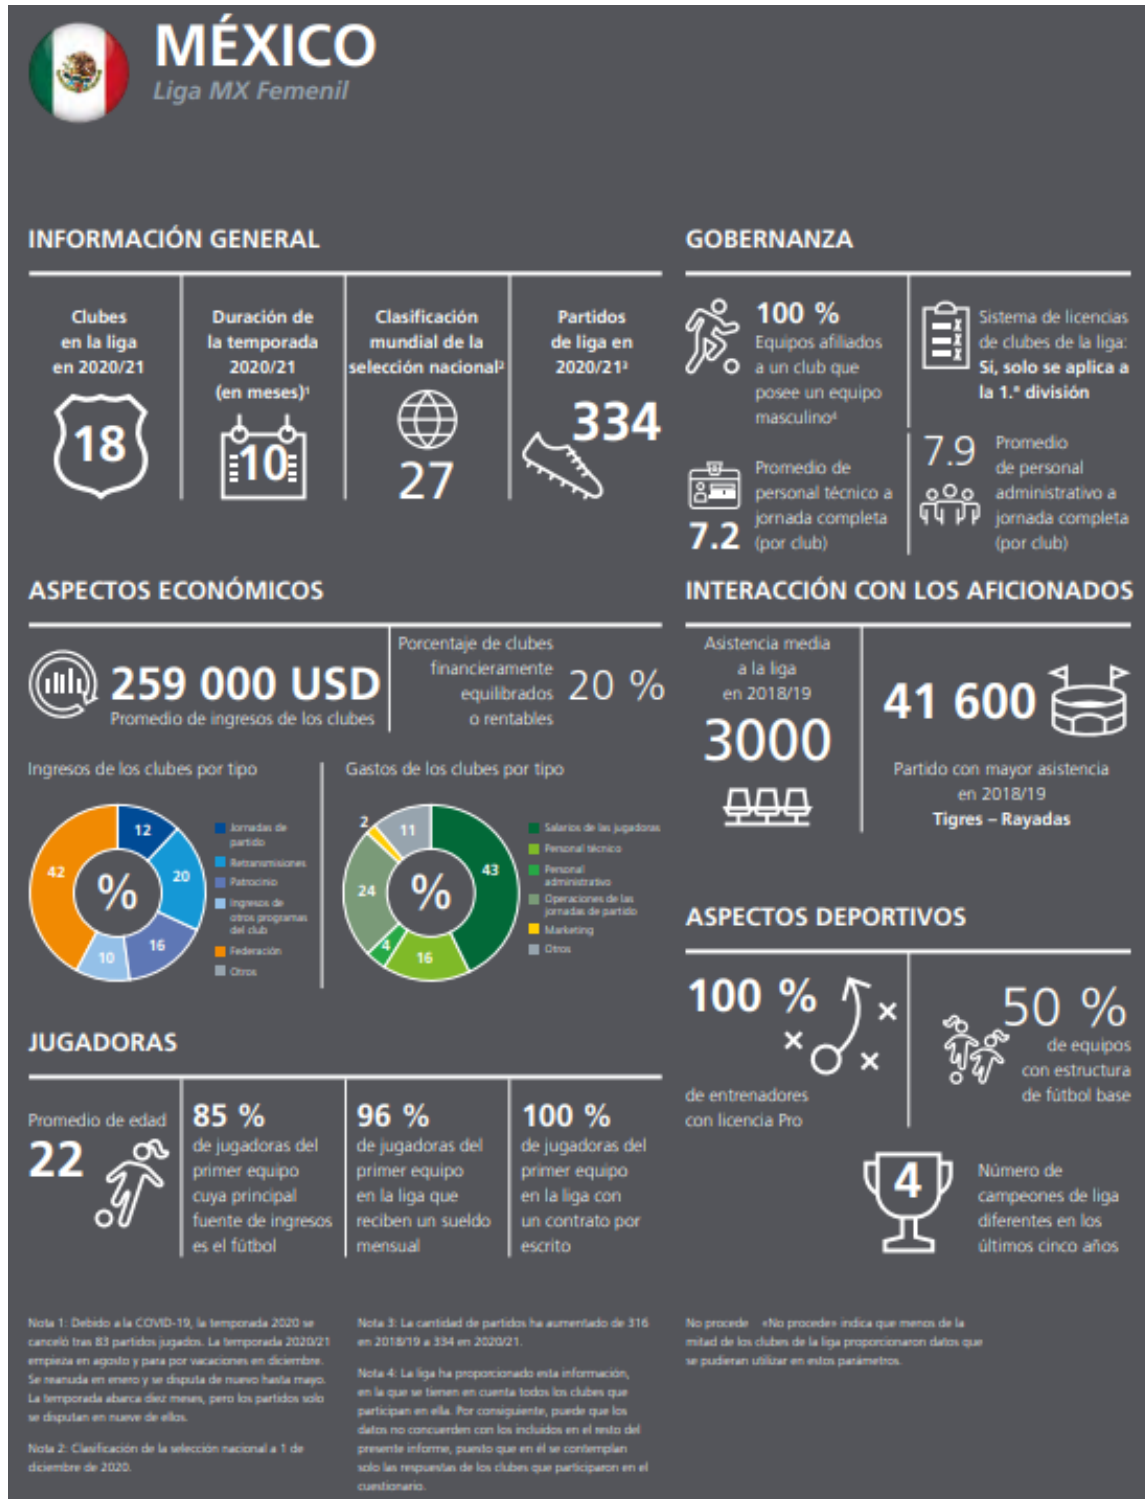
Radiografía de la Liga Mx 2021. FIFA. (11)
